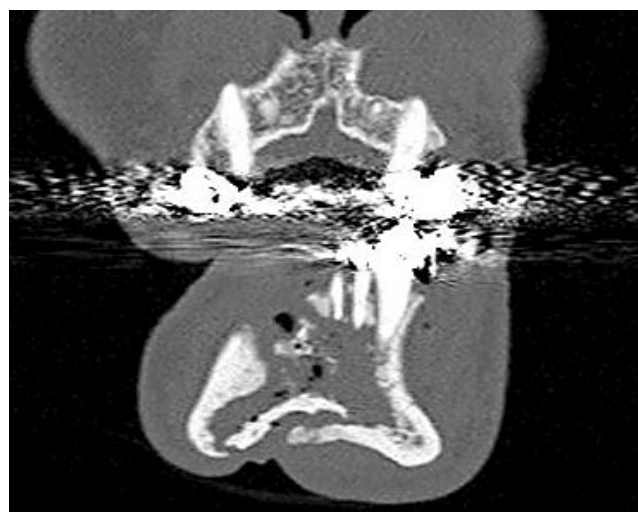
МСКТ. Реконструкция в кософронтальной плоскости. Постлучевой остеонекроз нижней челюсти в стадии секвестрации. Множественные внутрикостные скопления газа за счет его проникновения как из полости рта через дефект, так и через свищ
